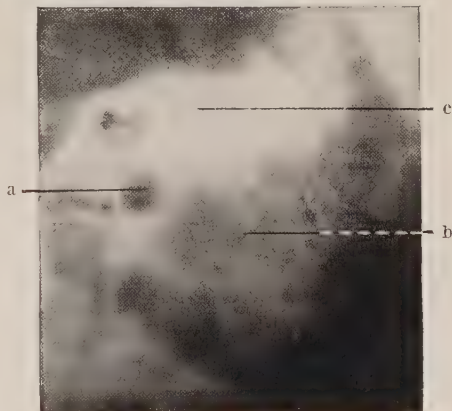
Röntgenbild eines verschleierten Warzenfortsatzes mit kleinzelliger stark dickwandiger Pneumatisation (b). c = kompakter Knochenbezirk in der Antrumgegend. a = äußerer Gehörgang (s. Text).
